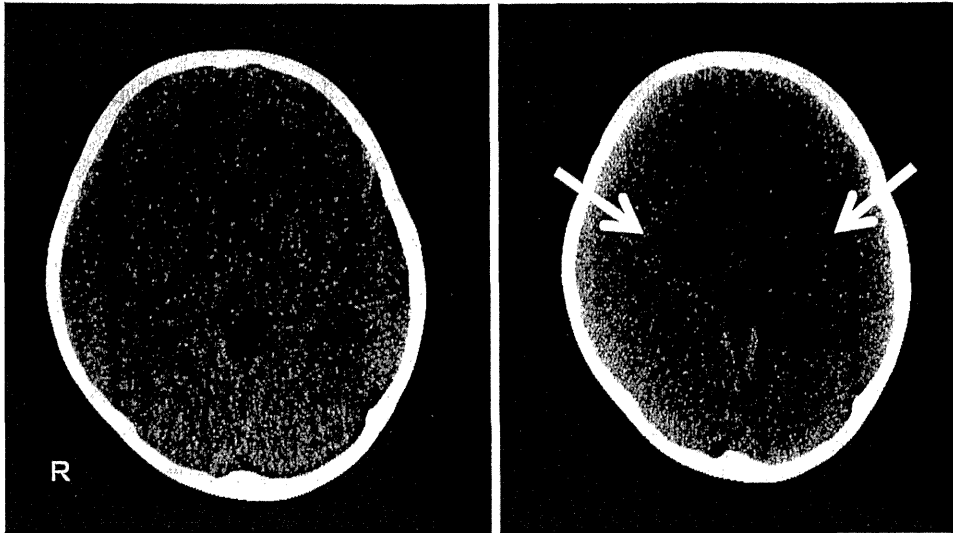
死亡症例の頭部 CT 画像 (左:死亡前日 右:死後)
